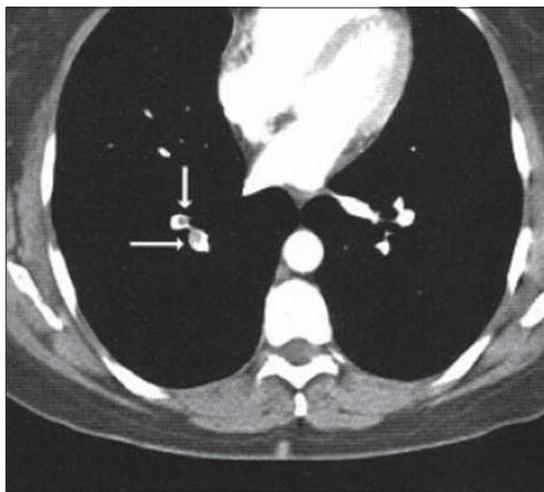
Angio TAC en corte transversal del caso 1, donde en el campo pulmonar derecho las flechas indican el área de parénquima comprometido con el émbolo.
